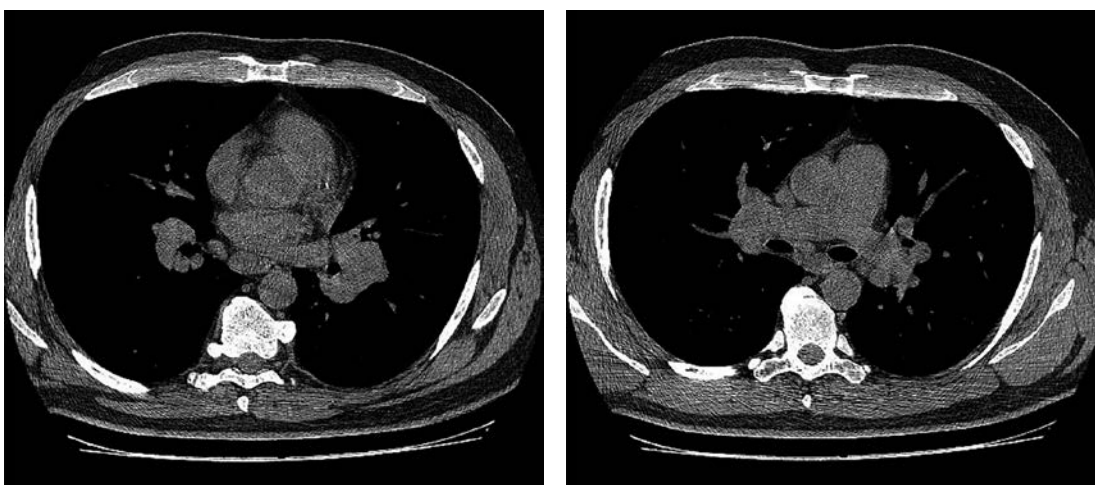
Tomografía de tórax de alta resolución: adenomegalias hiliares bilaterales.
